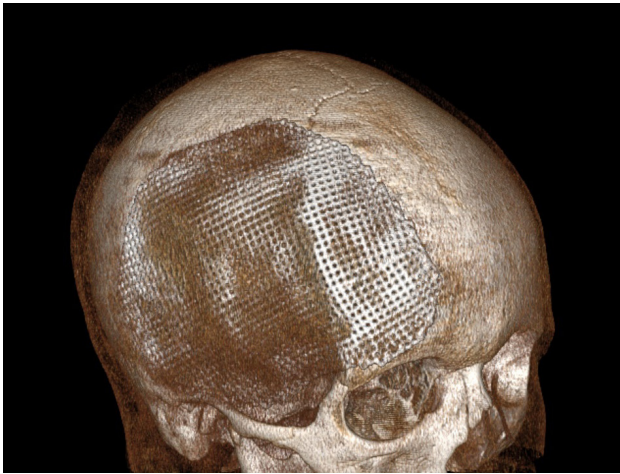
3D-реконструкция МСКТ черепа после закрытия дефекта костей свода черепа в правой лобно-теменно-затылочной области титановой пластиной
